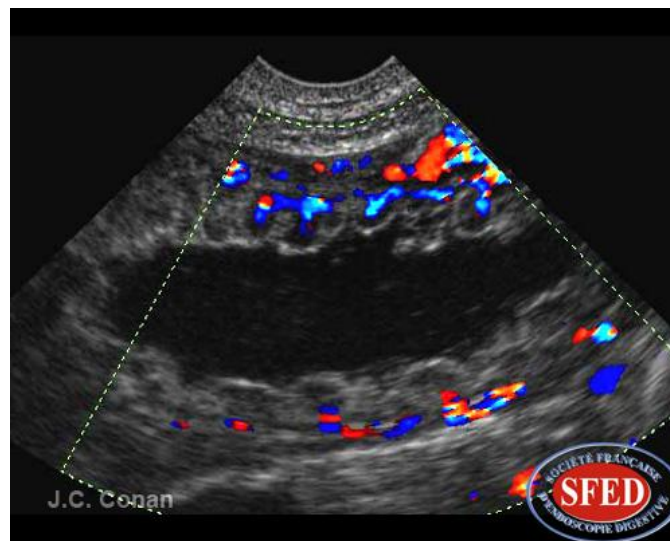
Echo doppler d'une linite gastrique : Vascularisation harmonieuse. (28)
